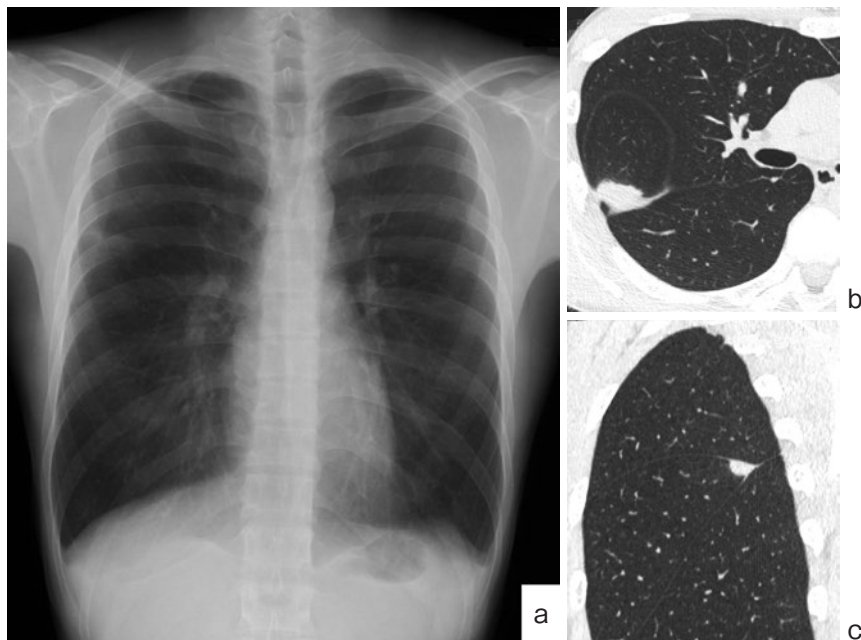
胸部画像検査. (a) 胸部 X 線写真. 右上肺野に結節影を認めた. (b, c) 胸部単純 CT. 右中葉の末梢に結節影を認めた. (b) 軸位, (c) 矢状断像.
